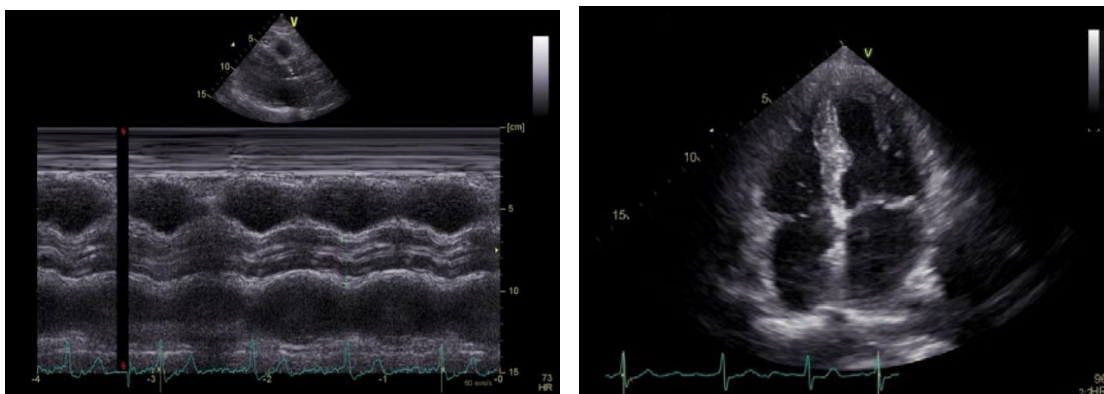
Echokardiografische Aufnahmemodi. Links: Eindimensionaler M-Mode. Rechts: zweidimensionaler B-Mode. Kardiologie, Universitätsklinikum Würzburg
